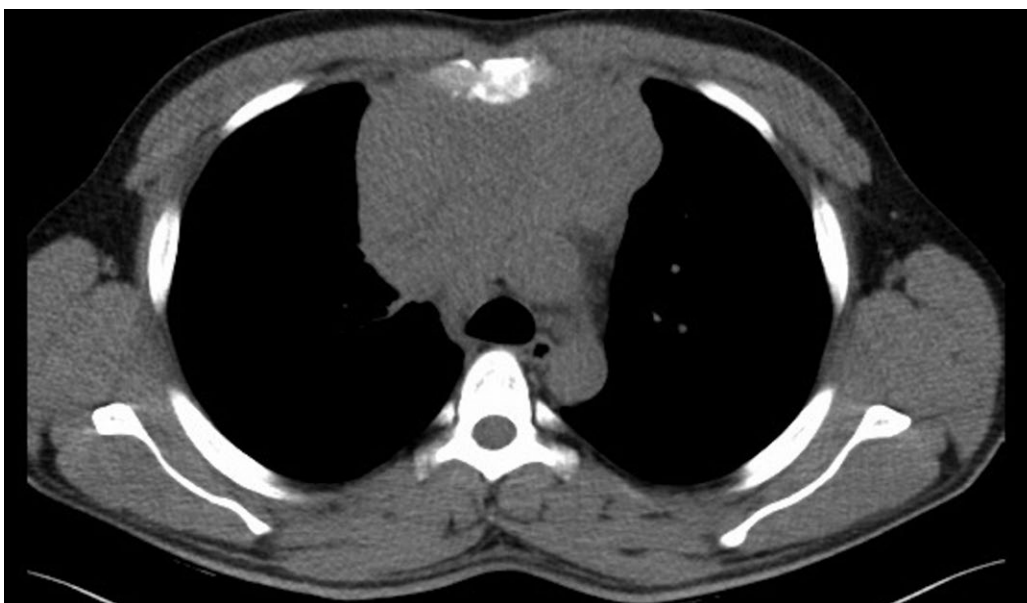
Chest CT scan at presentation, showing a giant mass with no clear margins with mediastinal structures.
